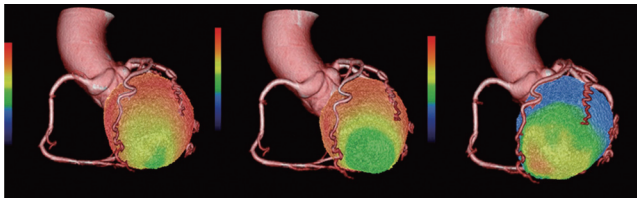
心筋シンチグラフィと冠動脈 CT の fusion imaging。
